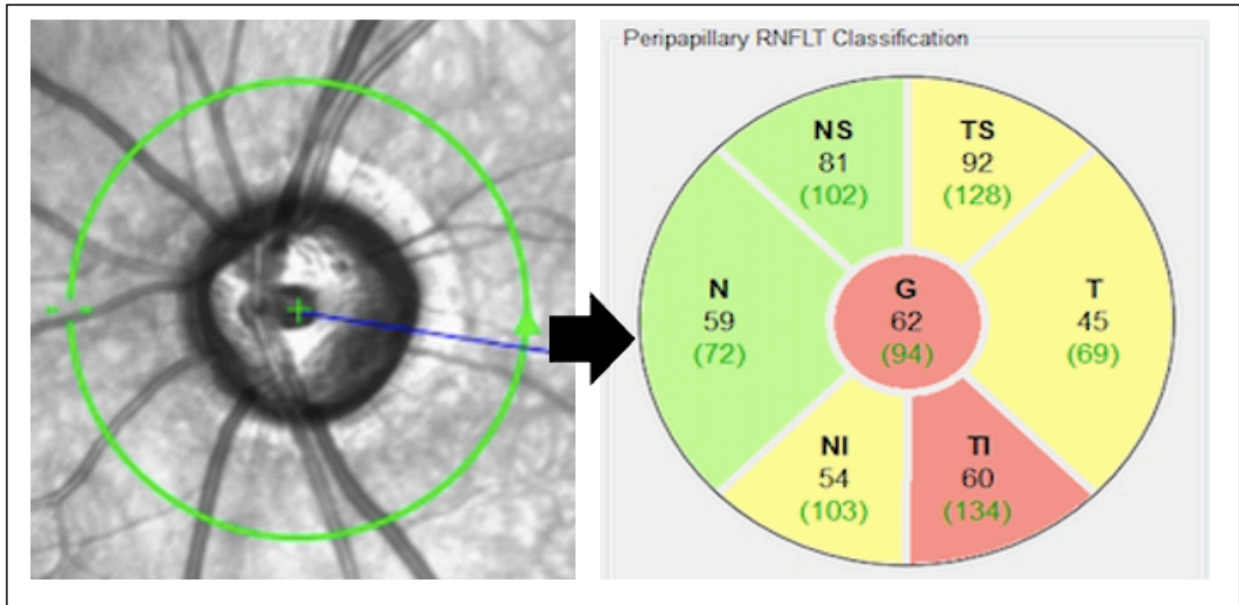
Retinale Nervenfaserschichtdicken Werte (in μm) in segmentaler Optischer Kohärenztomografie Darstellung
